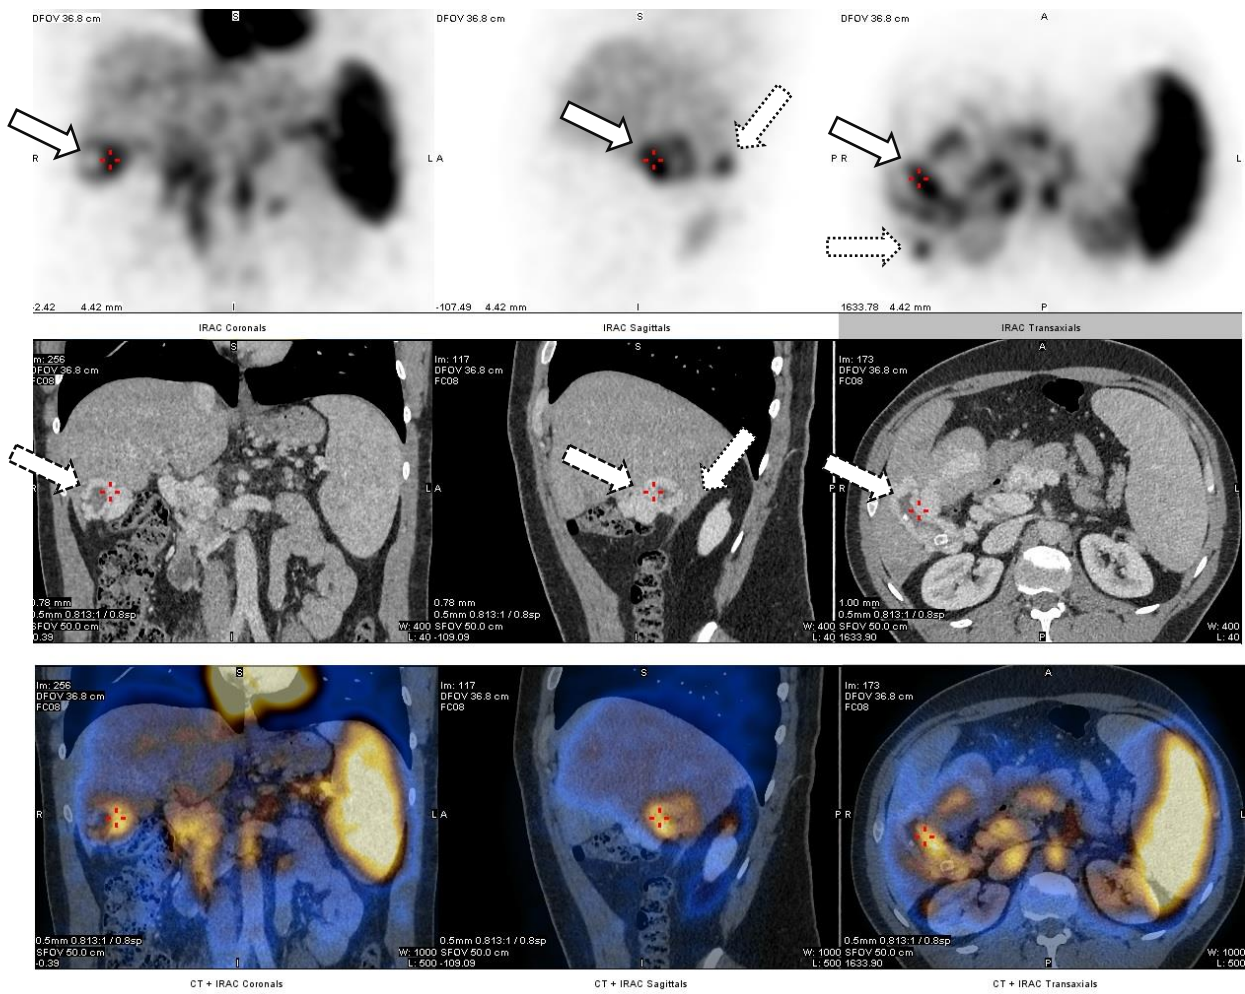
Kolejno: obraz SPECT, diagnostyczna TK i fuzja obu obrazów.
